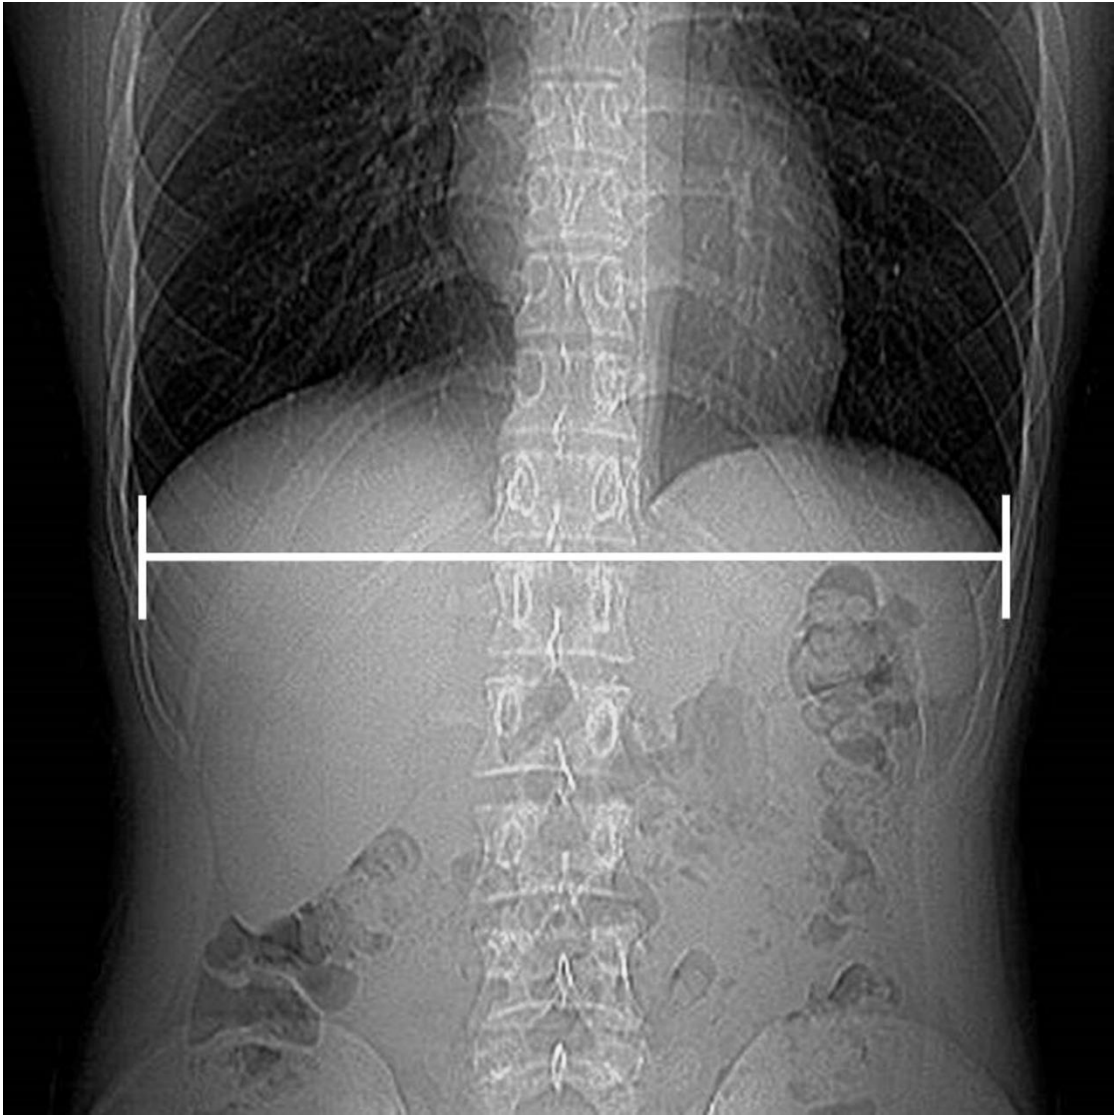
CT の scout image を用いた胸郭の幅の測定
